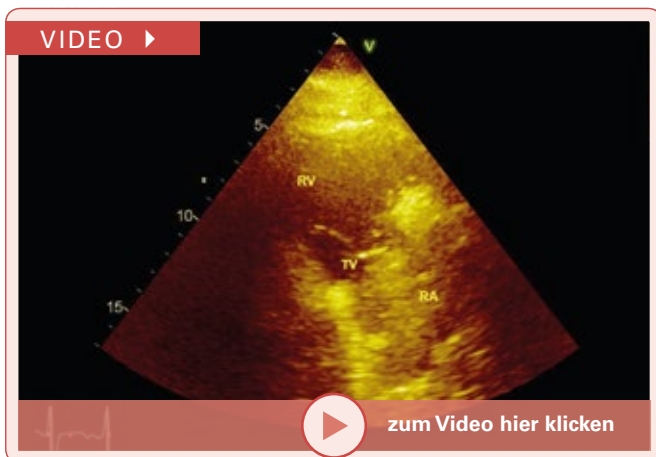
Parasternaler rechtsventrikulärer Einflusstraktschnitt (Systole). Raumforderung im rechten Vorhof.
